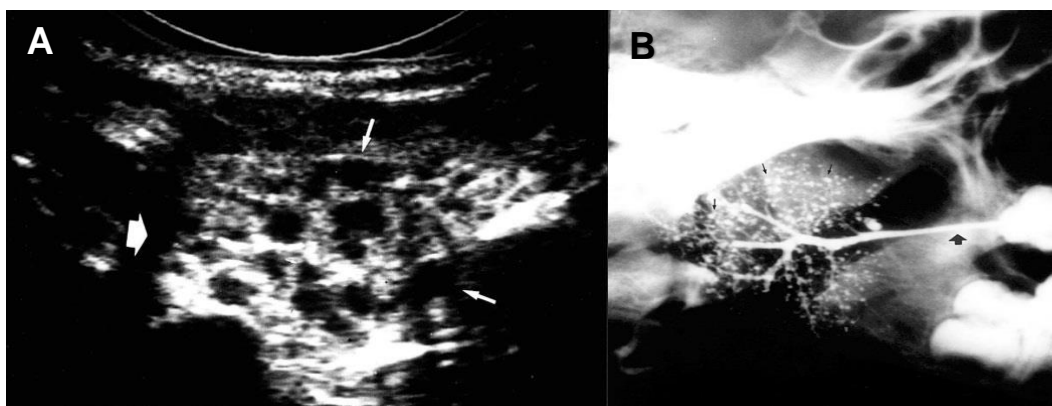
Parotidite recorrente aguda (A) Ultrasonografia (B) Sialografia.
